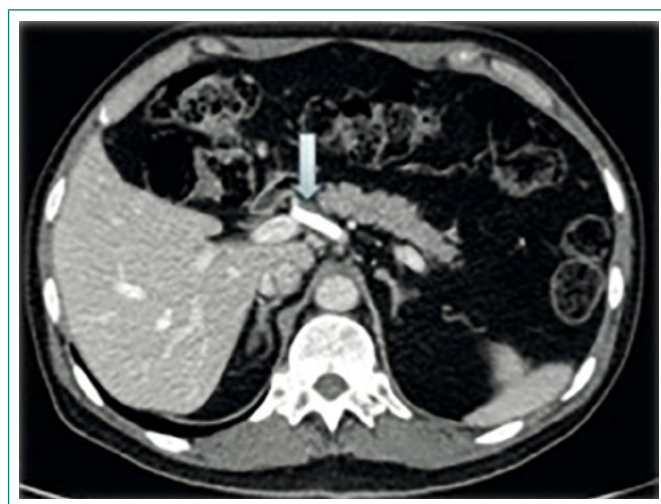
Angio-TC abdominal
